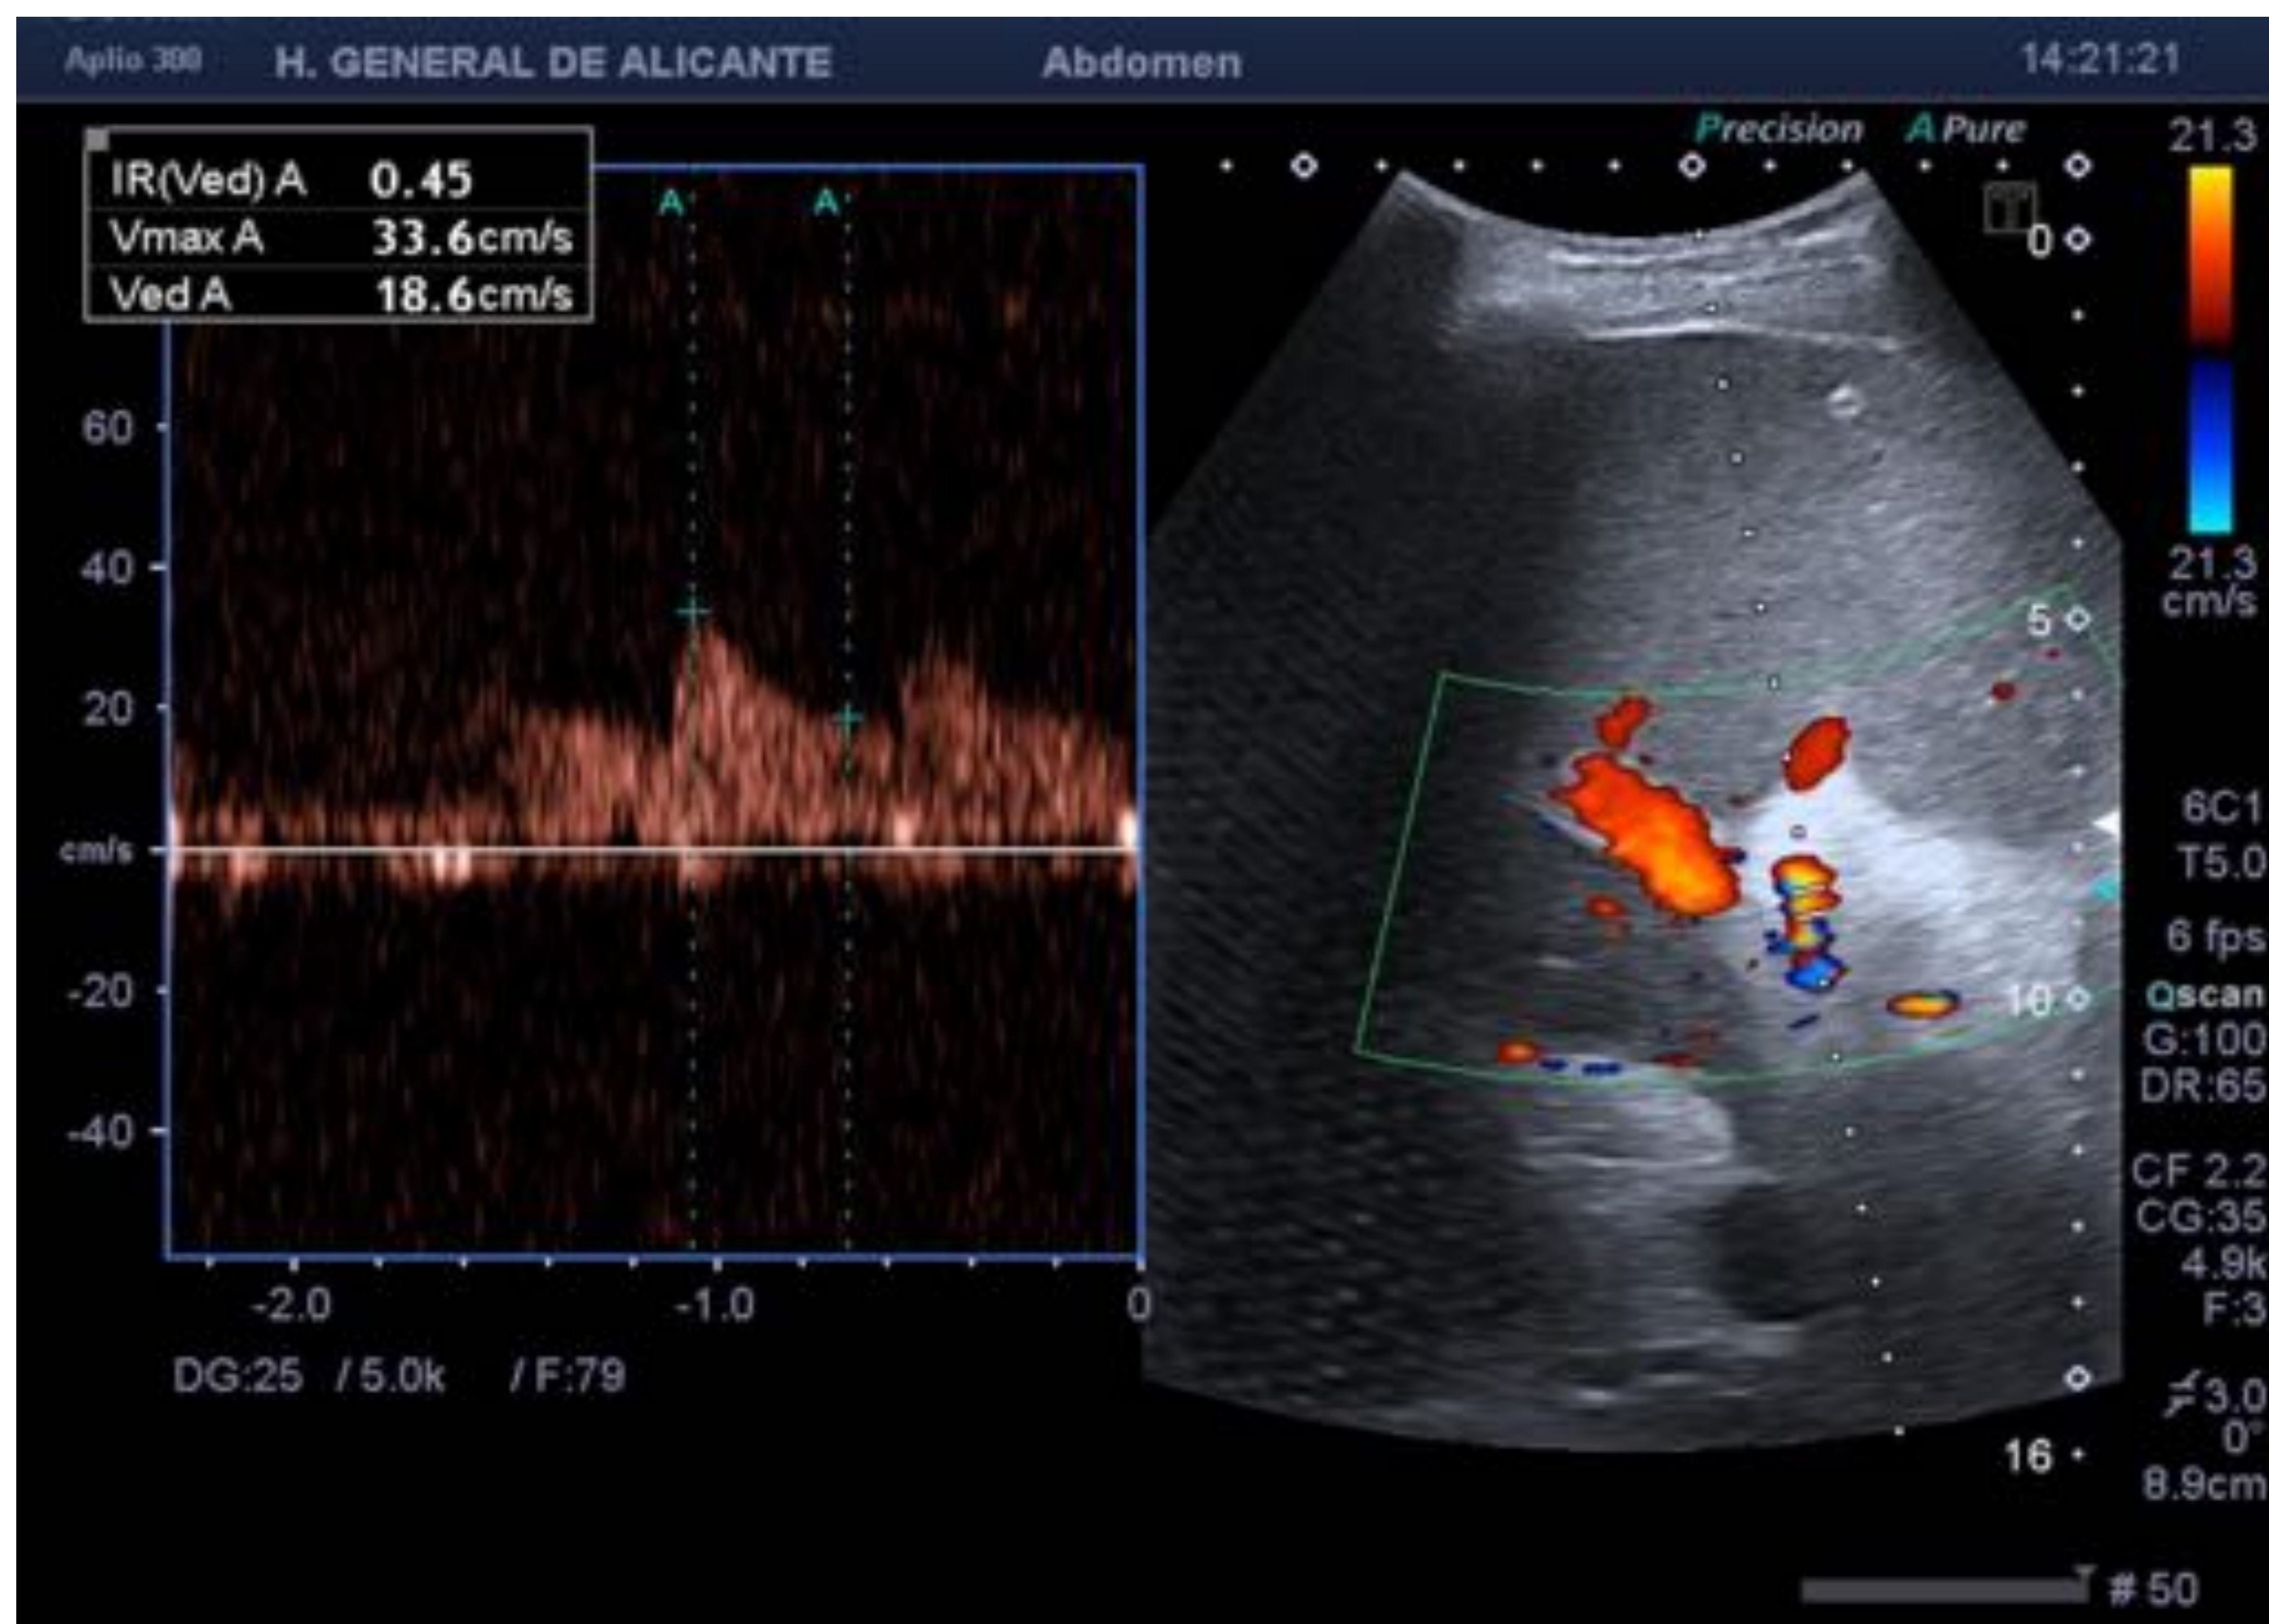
Sme robo art esplénica. Doppler: Vaso arterial en hilio con IR bajo.
